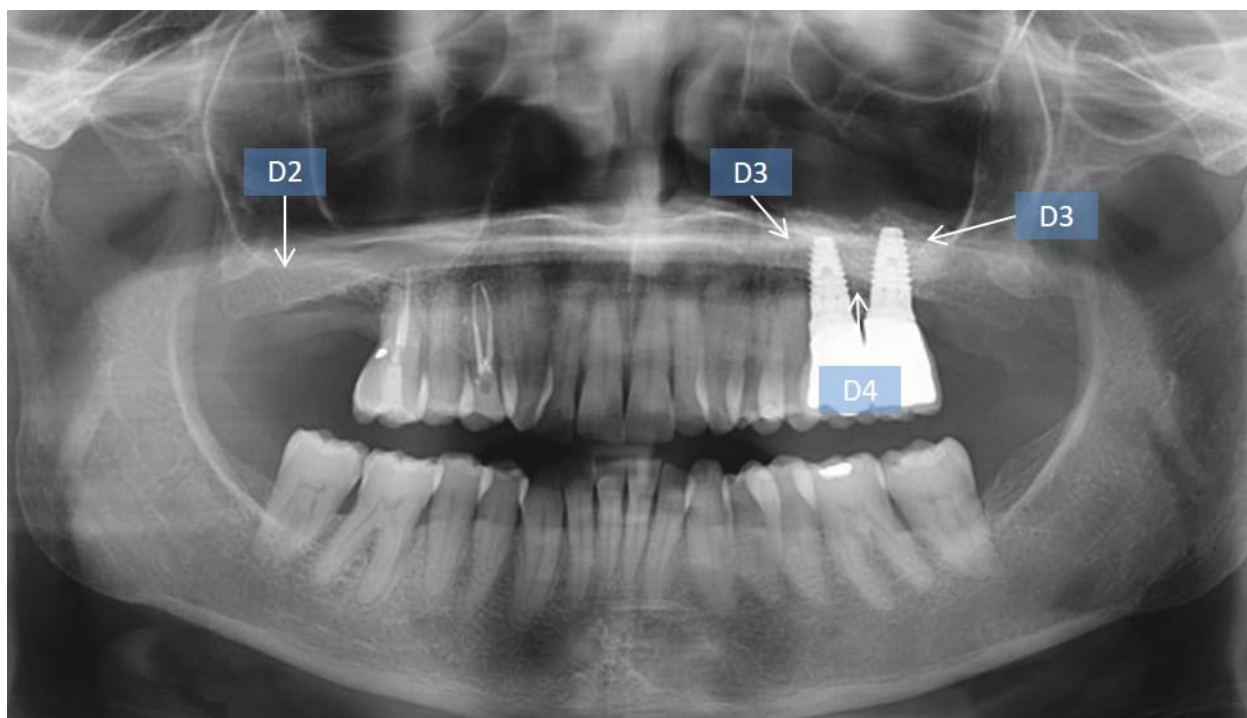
Рентгенологическое исследование качества костной ткани верхней челюсти по Misch у больного К. через 12 месяцев после проведенного ремоделирования периимплантной зоны (синус-лифтинг) с использованием ГАП
